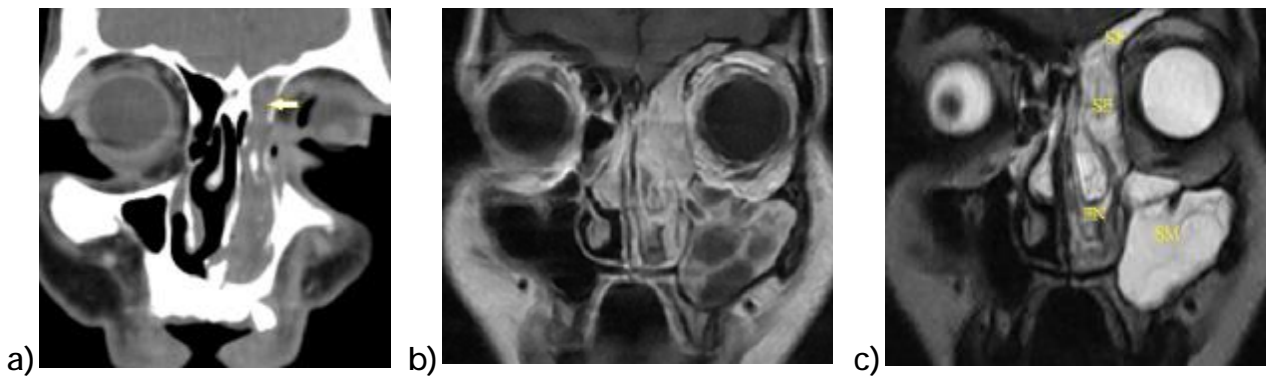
TDM (a) et IRM nasosinusienne en coupes frontales en pondération T1 injecté (b) et T2 (c) qui objective un comblement hypersignal des sinus frontal (SF), sinus ethmoïdale (SE) et le sinus maxillaire (SM) avec un comblement tissulaire de la fosse nasale (FN) [Imagerie du CHU HassanII].
